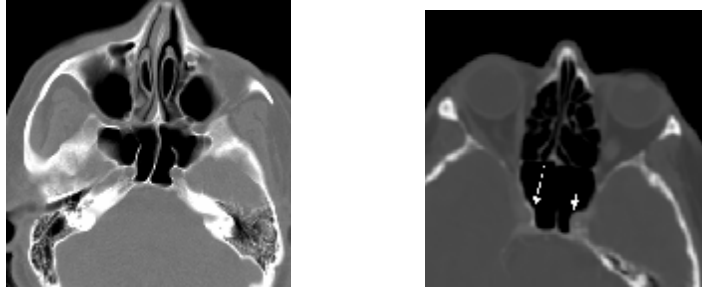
Sfenoid sinüs içerisinden geçen optik sinir. a) Aksiyel ve b) Koronal BT'de bilateral anterior klinoid proçes havalanması varlığında sfenoid sinüs içerisinden geçen optik sinirler (ok) izleniyor.
